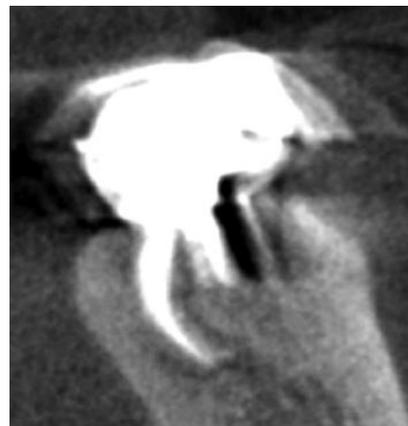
CBCT postratamiento.
